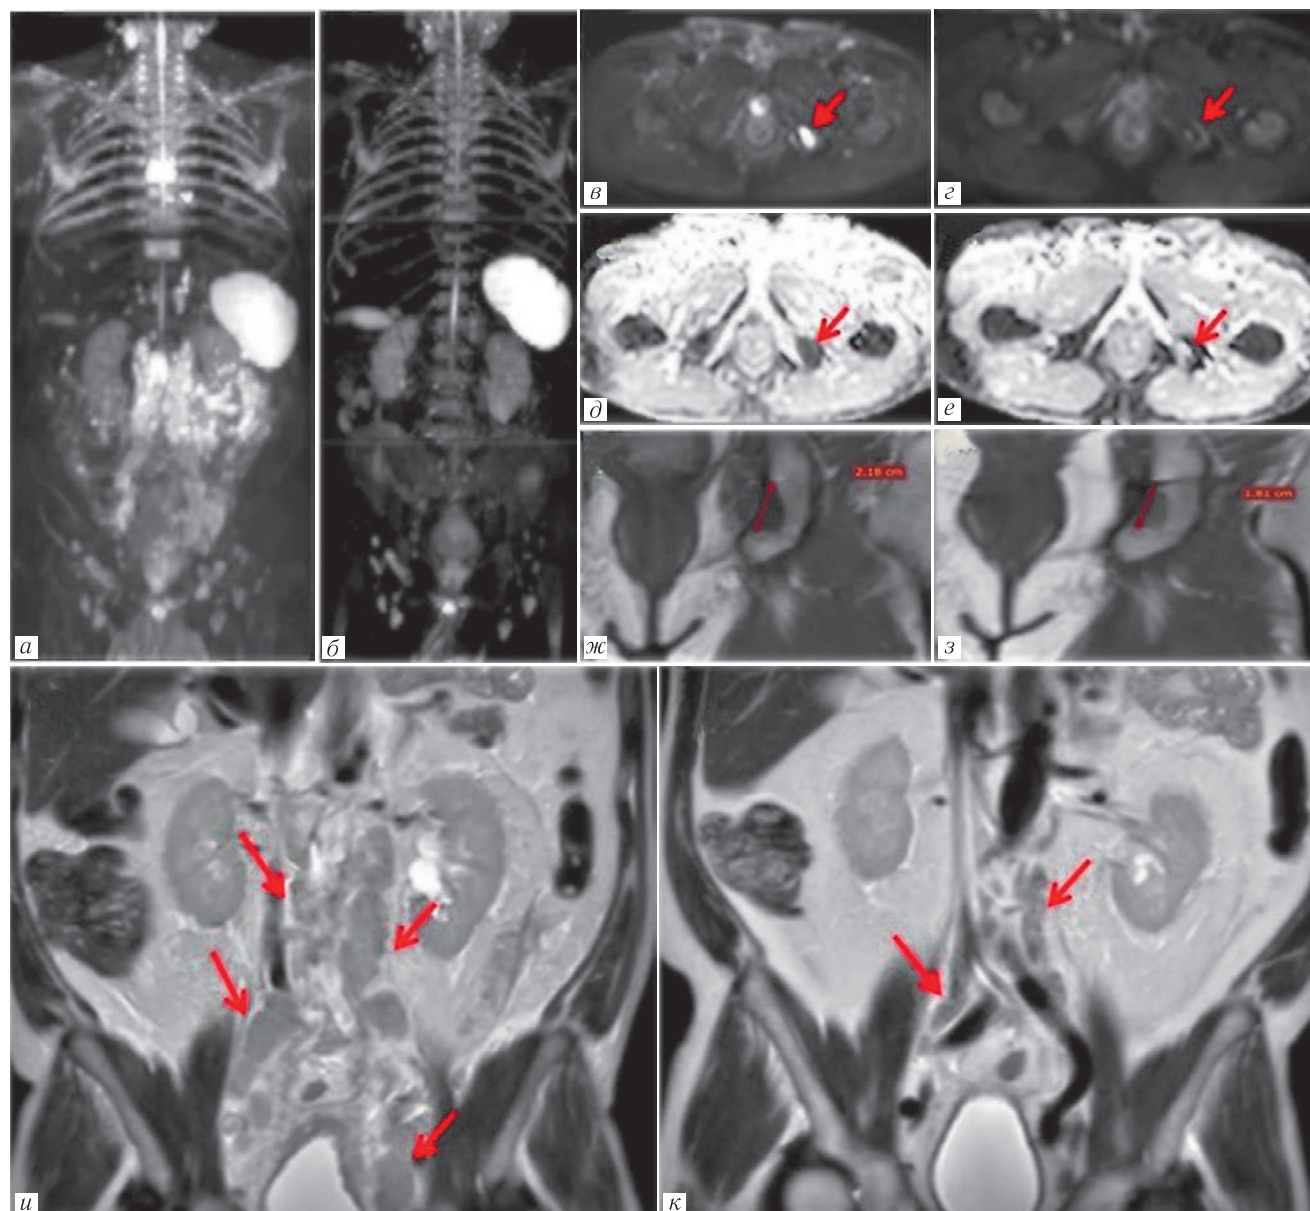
Изображения МРТ всего тела 67-летнего мужчины с метастатическим РПЖ до начала терапии (изображения *а, в, д, ж*) и через 3 мес после начала химиогормонотерапии (изображения *б, г, е, з*). Исходный уровень ПСА до начала терапии — 800 нг/мл, на фоне лечения — 0,7 нг/мл. Отмечается значительный регресс участков с высоким сигналом на МIP-проекции (изображения *а, б*). При прицельной оценке на T1-ВИ отмечается сокращение размеров очага в левой седалищной кости, а также повышение интенсивности сигнала от него, что может свидетельствовать о появлении интратуморального жира в очаге (изображения *ж, з*). На ДВИ отмечается утрата высокого сигнала от указанного очага (изображения *в, г*), а также значительное повышение интенсивности сигнала на картах ИКД с 0,75 до $1,56 \times 10^{-3} \text{ мм}^2/\text{с}$ (изображения *д, е*). Совокупность указанных признаков соответствует категории RAC 1 — наиболее вероятный ответ на лечение для указанного целевого очага. Также отмечается регрессия ранее увеличенных конгломератов лимфатических узлов (изображения *и, к*), что соответствует категории RAC1 — наиболее вероятный ответ на лечение
